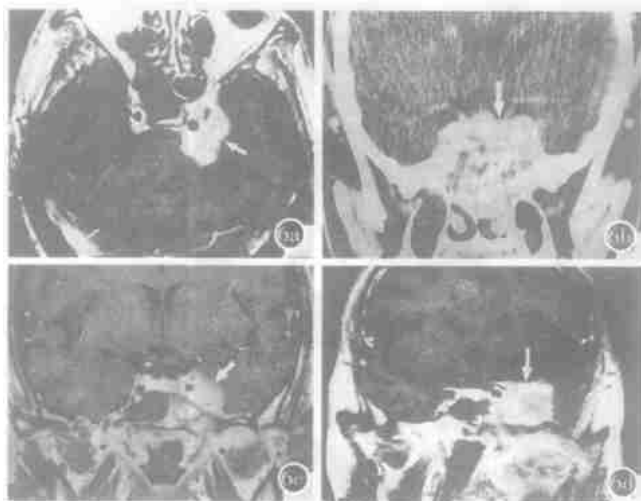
海绵窦外肿瘤侵犯海绵窦。a) 鼻咽癌侵犯左海绵窦, MRI T₁WI C+ 可见增强的高信号病变(↑)累及海绵窦; b) 脊索瘤侵犯左海绵窦, CTG+ 冠状断面可见高密度肿块(↑)累及海绵窦; c) 左眶内脑膜瘤侵犯左海绵窦, MRI T₁WI C+ 可见增强高信号病变累及海绵窦(↑), 还可见脑膜尾征; d) 左上颌窦癌侵犯左海绵窦, MRI 冠状断面: T₁WI C+ 可见增强高信号病变(↑)累及海绵窦。
